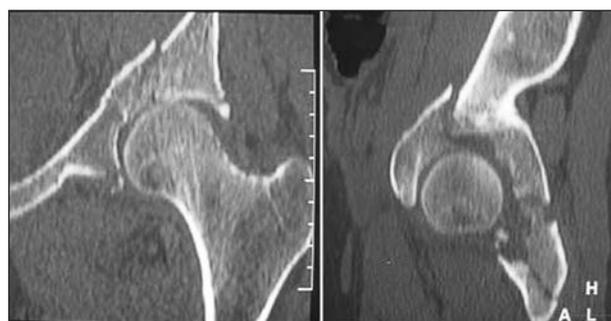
КТ при поступлении
